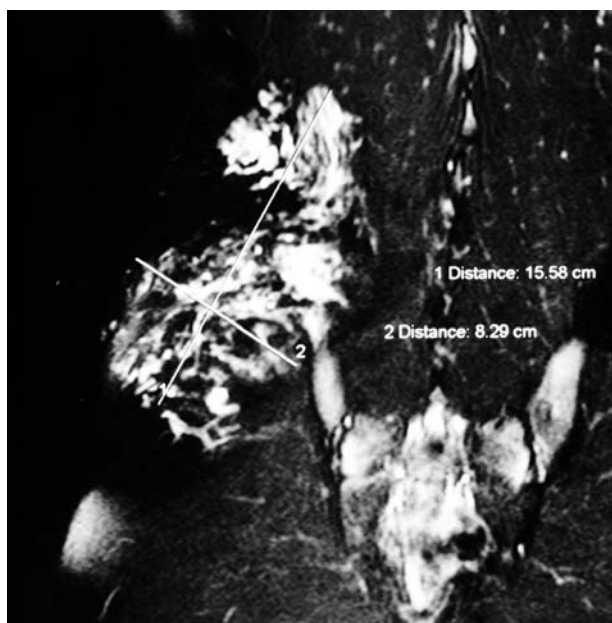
Estudio de resonancia magnética en el que se evidencia una masa retroperitoneal de contornos mal definidos e irregulares, que envuelve el músculo iliaco derecho y desviaba anteriormente el psoas homolateral.
